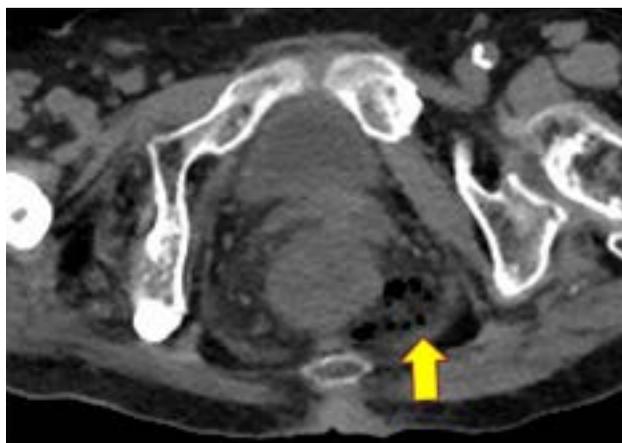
Tomografía computada al tercer día postoperatorio de una resección de un pólipo de recto medio en el que se dejó la brecha abierta. La paciente presentó leucocitosis y fiebre. El cuadro presentó una evolución favorable con el tratamiento antibiótico endovenoso.
